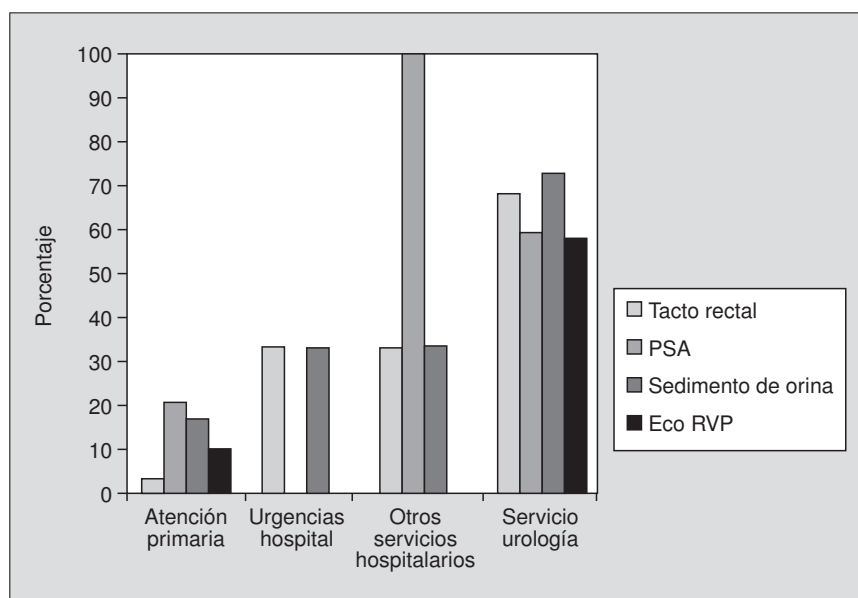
Exploraciones realizadas según el centro de origen. PSA: antígeno prostático específico, y Eco RVP: ecografía reno-vésico-prostática.
